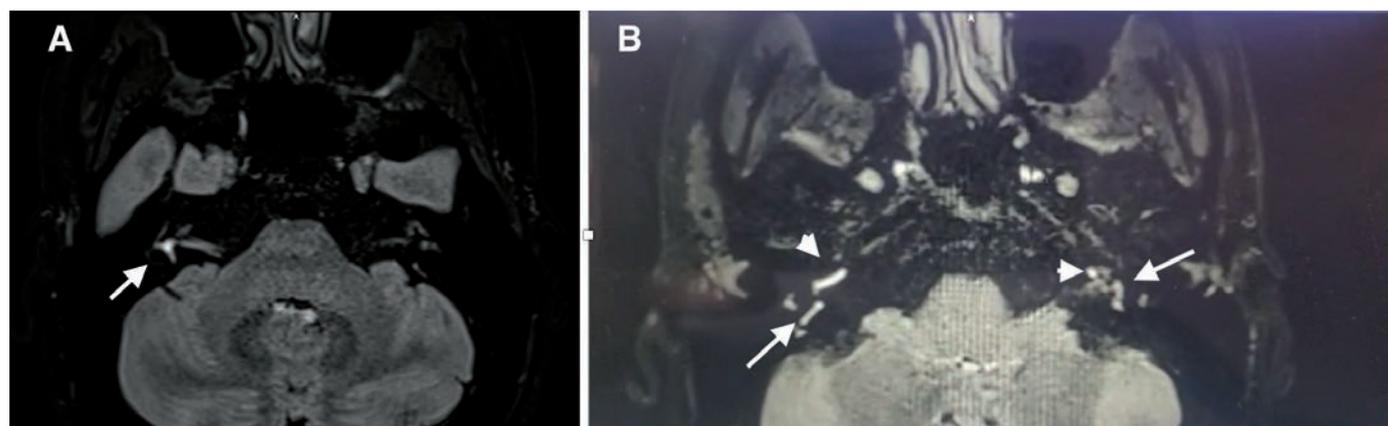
IRM 3D 3T FLAIR des rochers montrant un hypersignal vestibulaire (A et B flèches) et cochléaire (B: têtes de flèche).
